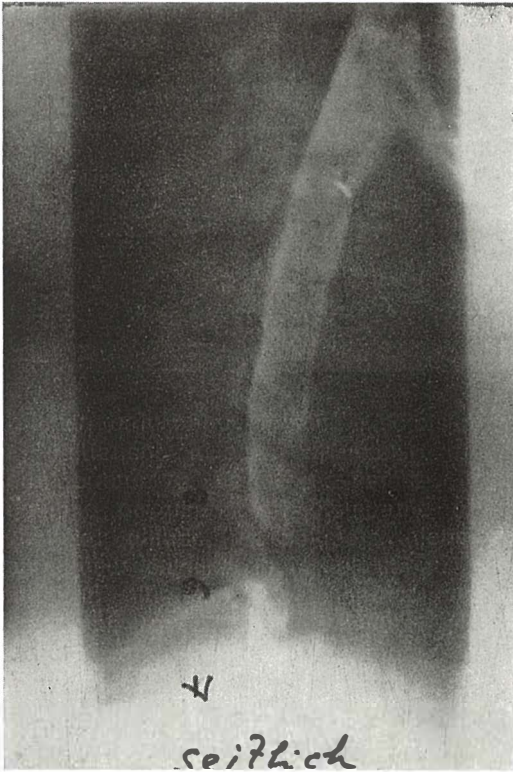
a — Seitliche Aufnahme: Vorwölbung des Subarachnoidalraumes bei C 5/6 infolge eines großen dorso-medialen Vorfalles; b — CT der Halsregion C 5/6: Auch hier der gleiche Befund im Sinne eines Prolaps Nucleus pulposus. Eine Operation hat diese Diagnosen bestätigt
